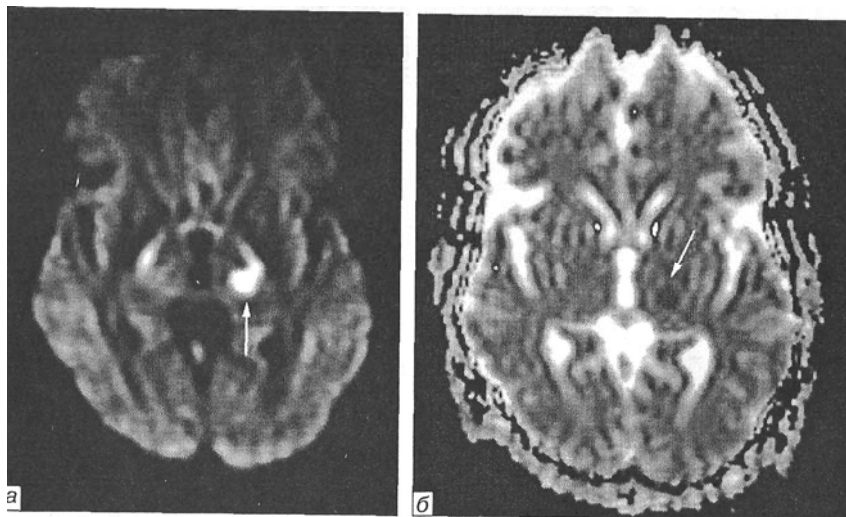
Той же пацієнт: а — дифузійно-зважена томограма (аксіальна проекція), наявність гіперінтенсивного яскравого осередку в лівому таламусі (стрілка) підтверджує діагноз лакунарного інфаркту; б—карта дифузії. Виявлено слабкогіпо-інтенсивний темний осередок інфаркту в лівому таламусі (стрілка) зі зниженим коефіцієнтом дифузії
